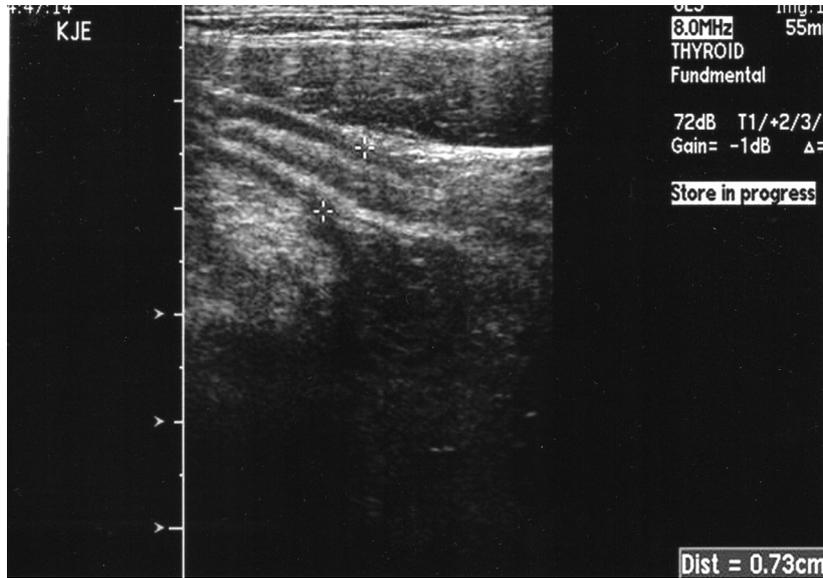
Ultrasonography, showing acute perforated appendicitis
